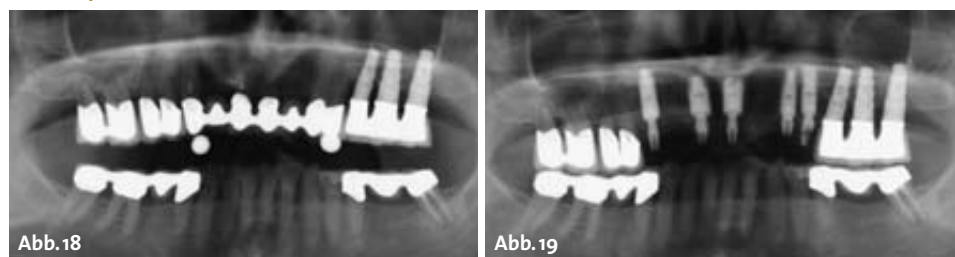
Röntgenbild der Ausgangssituation. – Abb. 19: Röntgenkontrolle mit Standardaufbauten. – Abb. 20: Klinische Situation nach Implantation. – Abb. 21: Klinische Situation nach Versorgung mit Langzeitprovisorium. – Abb. 22: Definitive Versorgung.
